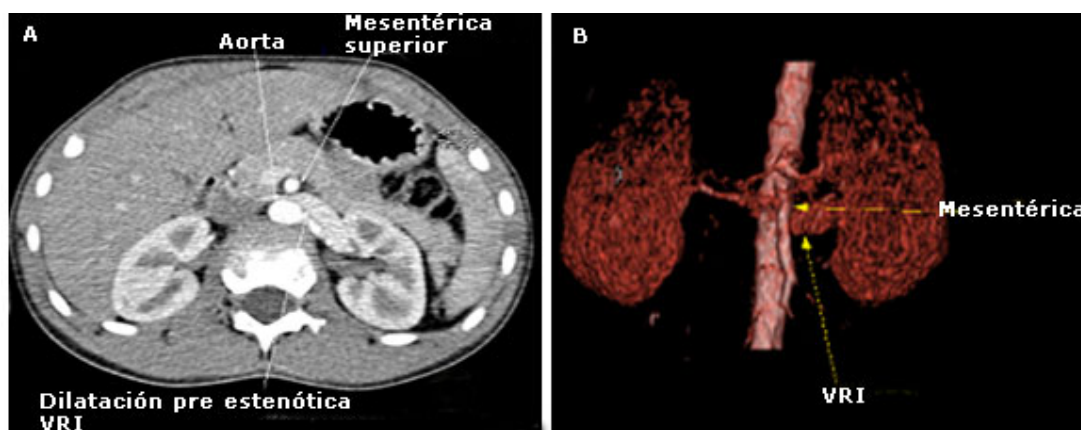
A y B. Tomografía (urotac). A: vista axial que comprueba la dilatación de la vena renal izquierda (VRI) por compresión. B: vista anteroposterior de la dilatación de la VRI.
